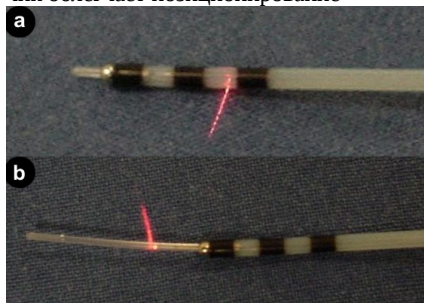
Катетеры для оптической когерентной томографии. Виден световой пучок.
